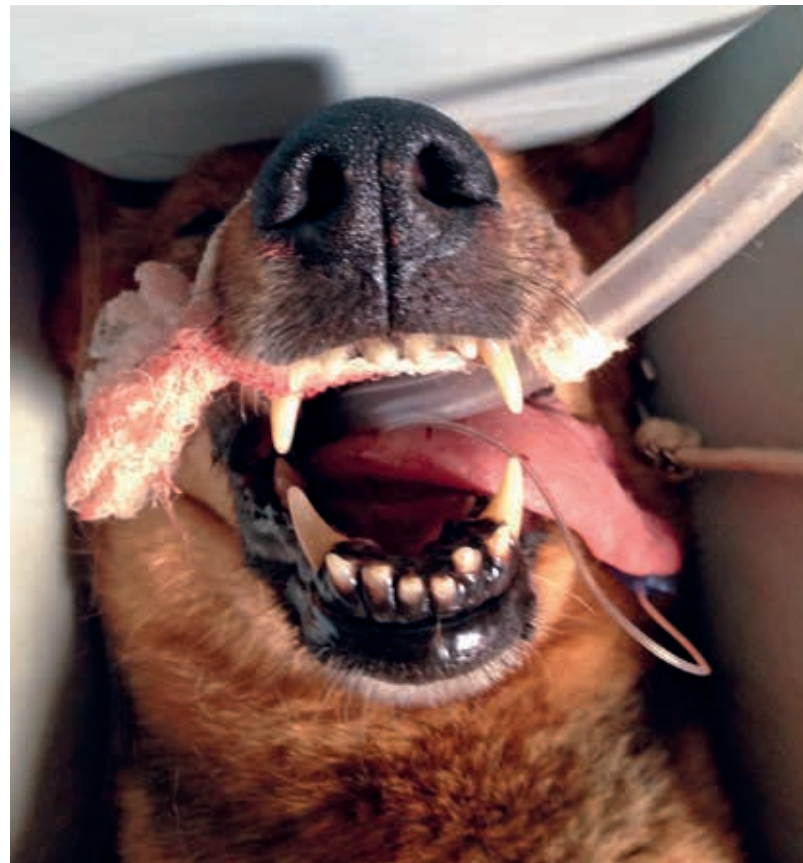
Aspergilosis sinonasal canina en un Pastor Alemán; realización de una tomografía computarizada.
